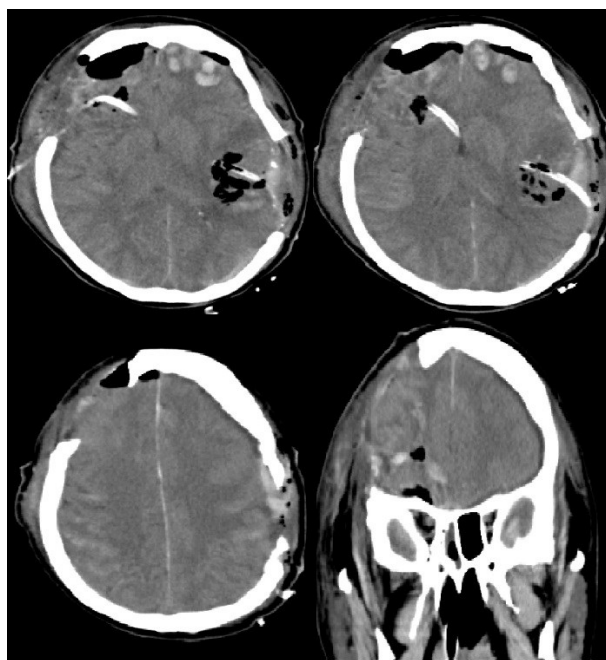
КТ головного мозга после операции.
